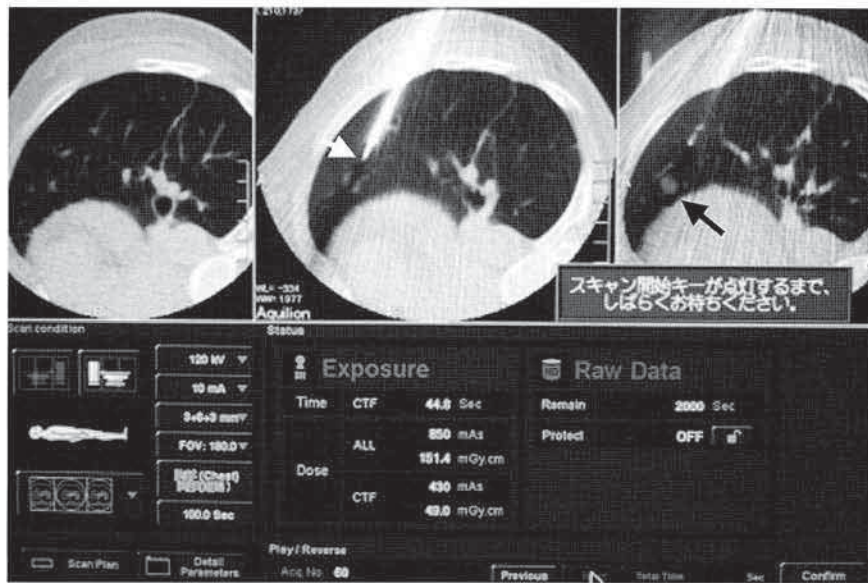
3断面CT. 中央の画面から上下に2mm間隔で同時に3枚のスライスを描出することができるreal time CT scan. 黒色矢印が腫瘍を、白色矢印が誘導針の先端を示す。中央の面に刺入しようとする針を持ってくれば、針の動きを3次的に捉えることが可能である。
